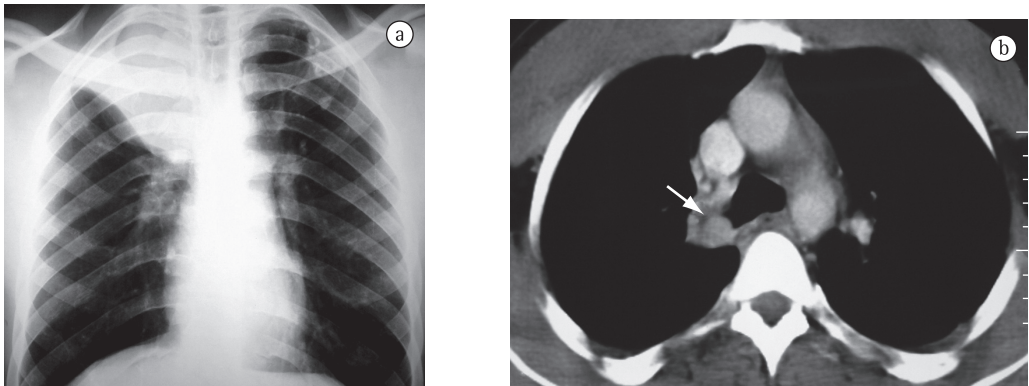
Em a), radiografia de tórax revelando atelectasia de lobo superior direito. Em b), TC de tórax revelando tumor intraluminal (seta) ocluindo o brônquio do lobo superior direito.
